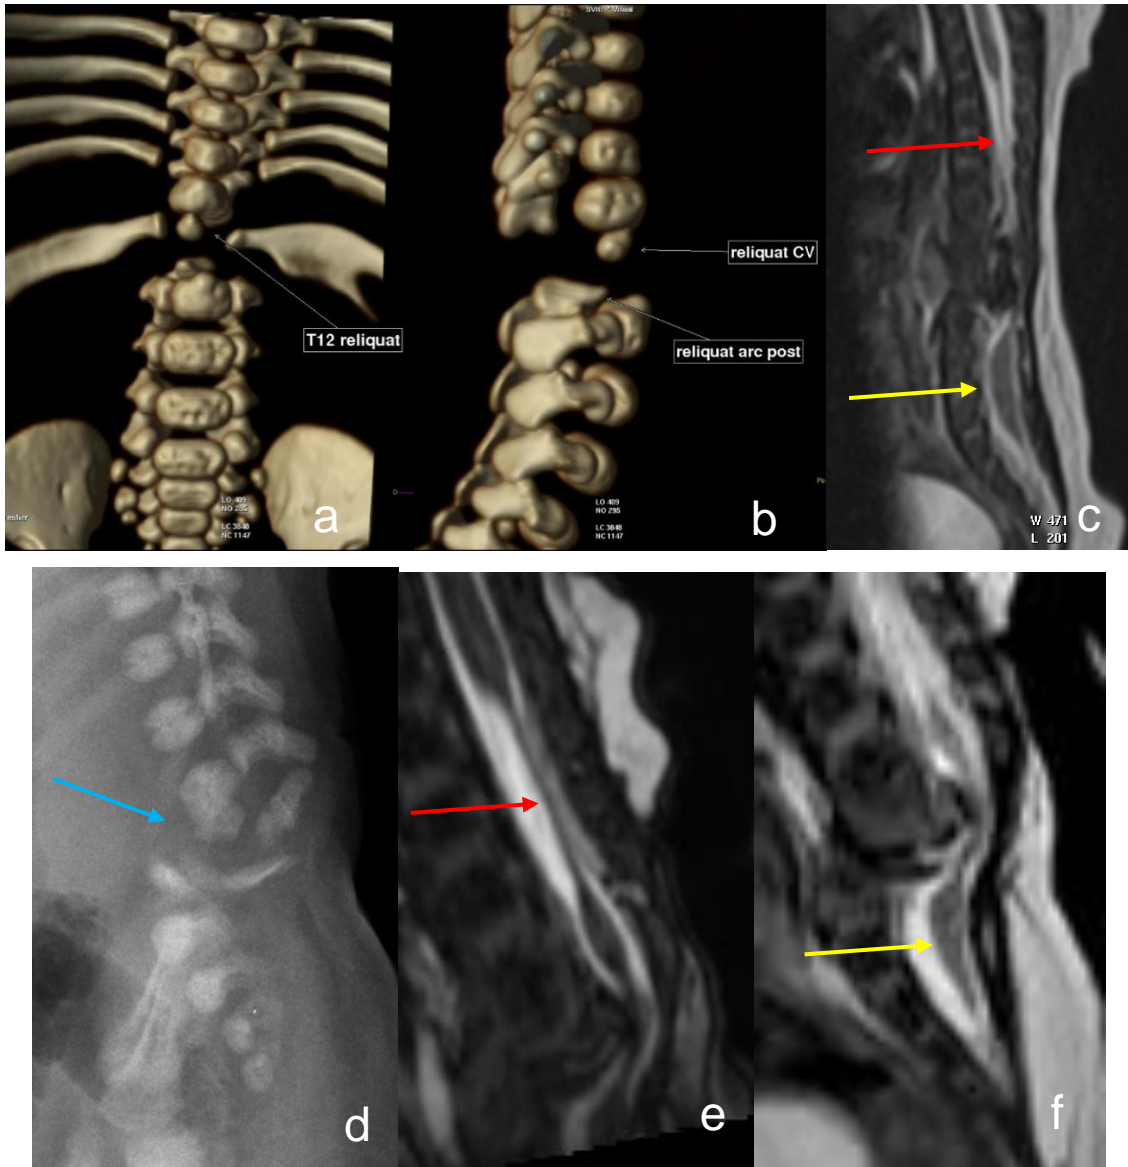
Scanner post-natal du rachis en reconstructions VRT de face (a) et de profil (b), montrant une agénésie des vertèbres L1 et L2 et un reliquat de corps vertébral de T12 fusionné avec le corps vertébral de T11. En IRM 3DT2 reconstruit dans le plan sagittal, la moelle nettement amincie au-dessus et en regard des anomalies vertébrales (flèche rouge) et épaissie à sa partie caudale (flèche jaune), caractéristiques d'une dysgénésie spinale segmentaire. Un autre cas (d) présentait une cyphose lombaire centrée sur L3-L4 associée à un bloc intersomatique L3-L4 (flèche bleue) avec les mêmes anomalies médullaires en regard.
